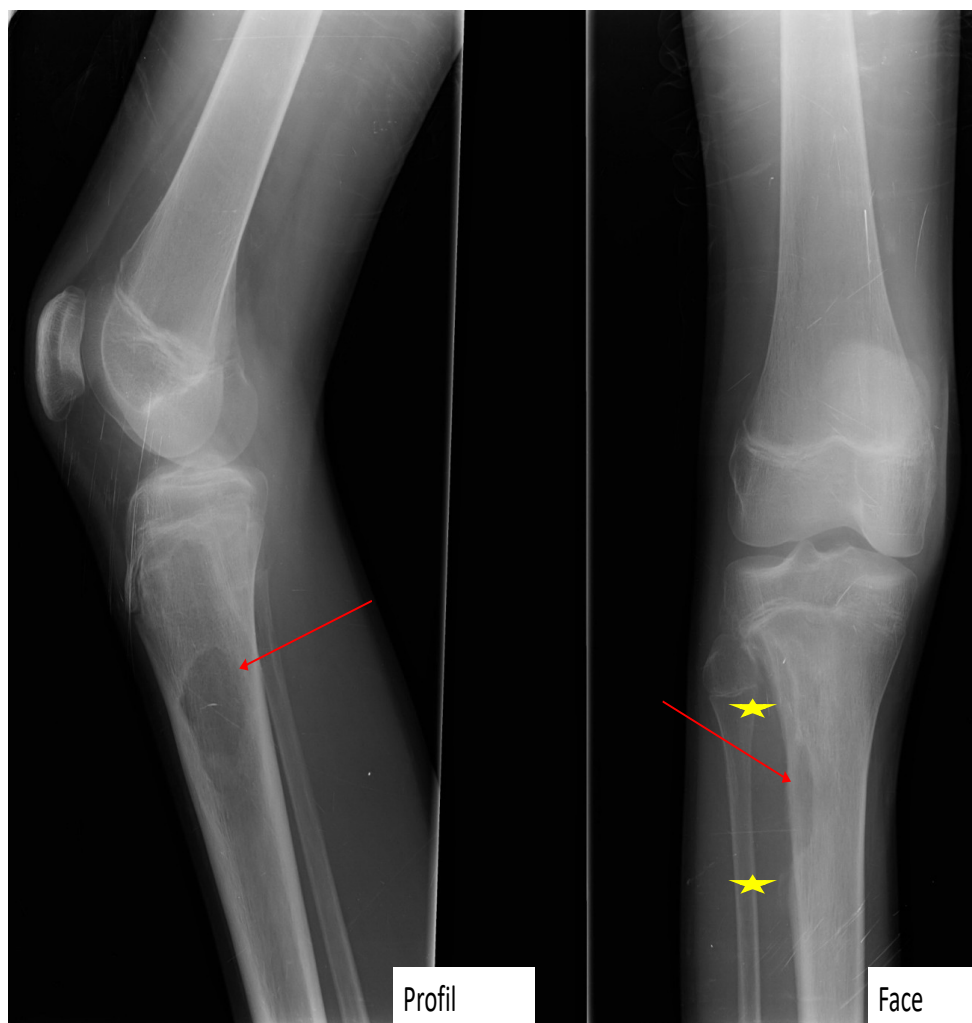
Radiographie de la jambe droite F/P montrant une image Ostéolytique métaphyso–diaphysaire du tibia droit avec rupture de la corticale (flèche) et réaction périostée discontinue (étoile)
